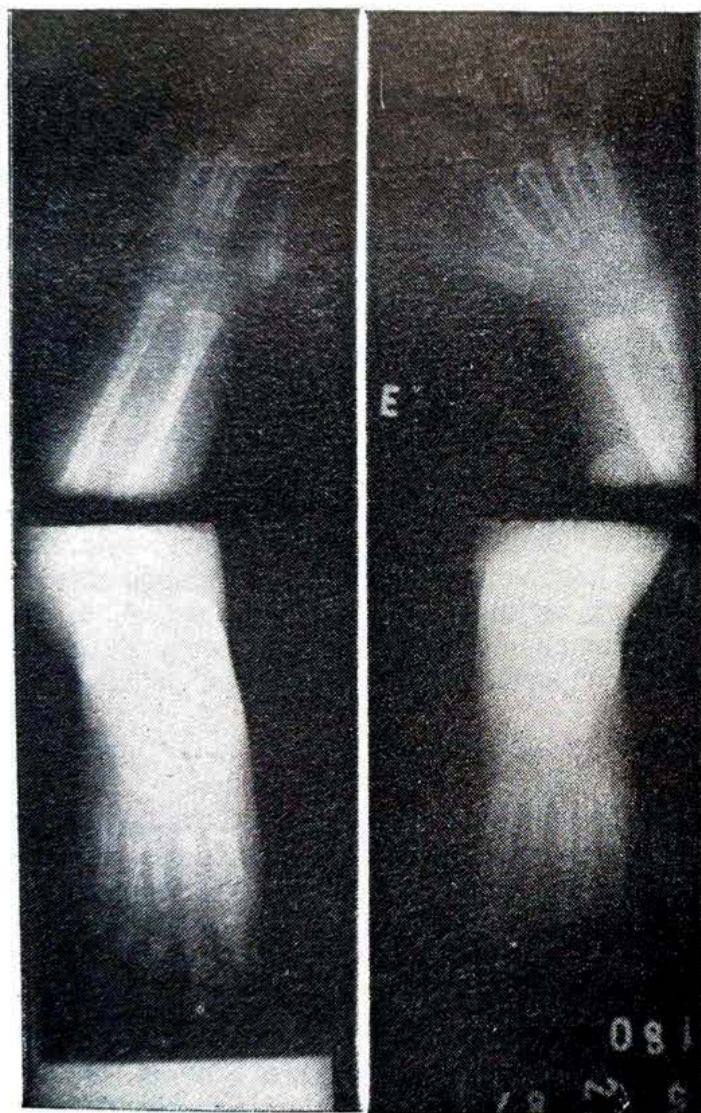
Radiografia simples de mãos e pés evidenciando adactília de III e IV quirodáctilo à direita e sindactília de II e III pododáctilo à direita.
